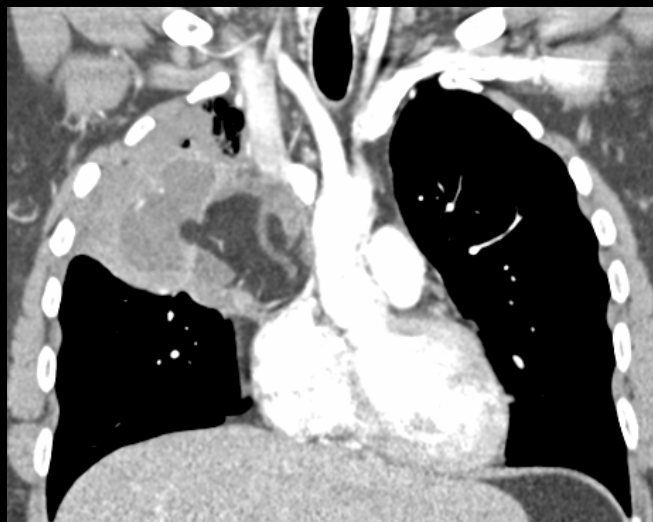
TC de tórax con contraste iv en ventana de mediastino. Reconstrucciones coronal y sagital e imagen axial.
